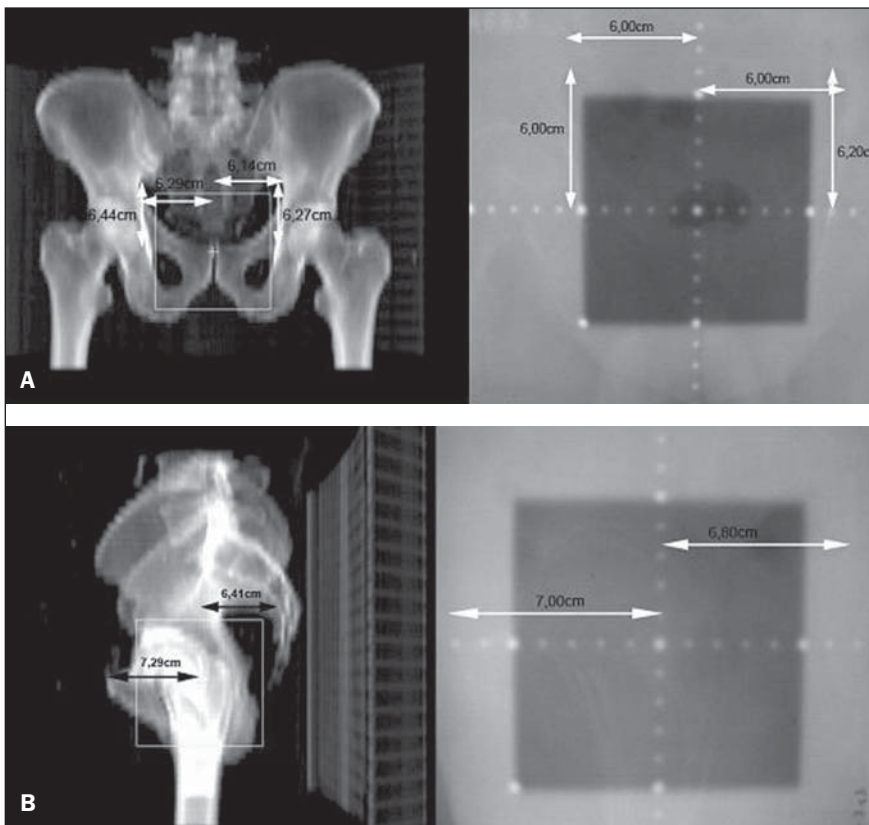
Observa-se radiografia considerada não adequada quanto ao setup (A) na radiografia anterior e (B) na radiografia lateral, quando comparadas às DRRs obtidas no sistema de planejamento.
